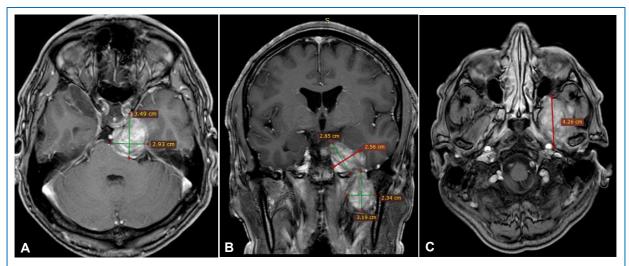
Resonancia magnética cerebral con contraste en vista (A) axial (ángulo pontocerebeloso)1, (B) coronal y (C) axial (fosa infratemporal), donde se observa lesión ocupante expansiva de bordes definidos de 34.9mm x 42.6 mm x 29.3mm a nivel de región selar que se extiende hasta el espacio epidural del lóbulo temporal derecho con múltiples áreas de necrosis y hemorragia, ejerciendo efecto de masa a nivel frontal. Además, se proyecta hacia la fosa infratemporal izquierda a través de foramen oval con dimensiones de 4.26 x 3.19 x2.34 (AP x T x L).
